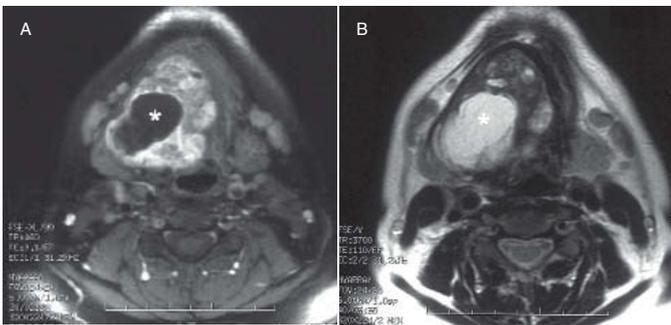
A) Corte axial de resonancia magnética (RM) (T1-weighted) que muestra una masa en el suelo de la boca, que ocupa el espacio submandibular. B) Corte axial de RMN (T2-weighted) que muestra el componente quístico de la masa (*).
